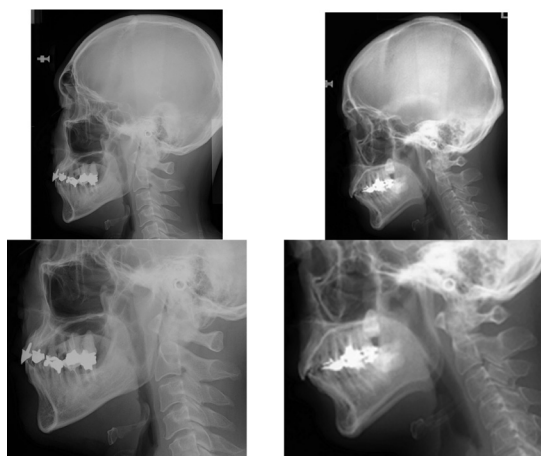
lateral cephalometric radiographs (Left: non-OSA patient, Right: OSA patient)
